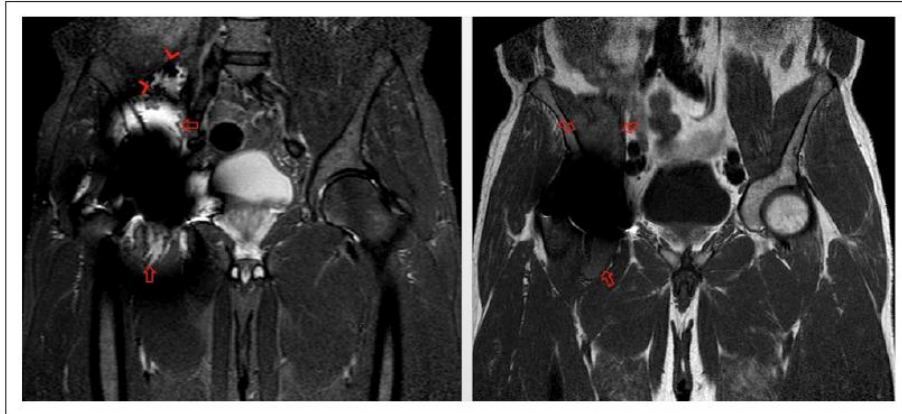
MRI: STIR-weighted and T1 images showed a bulky periprosthetic fluid collection above and below acetabular (arrows) component, with areas of low signal within it (arrowheads) due to metal debris. MRI: magnetic resonance imaging; STIR: short time inversion-recovery.
